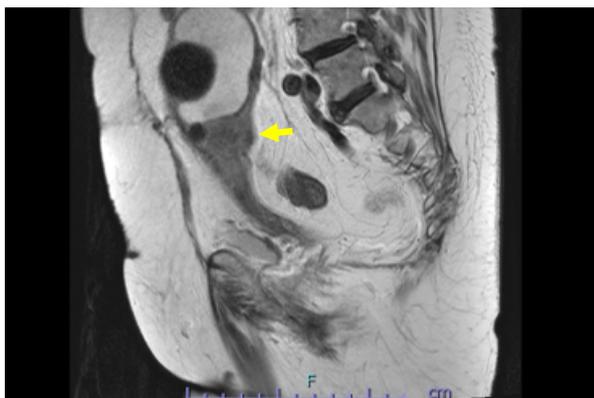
MRI T2画像. 子宮頸部に40mmの腫瘍を認める(矢印).
